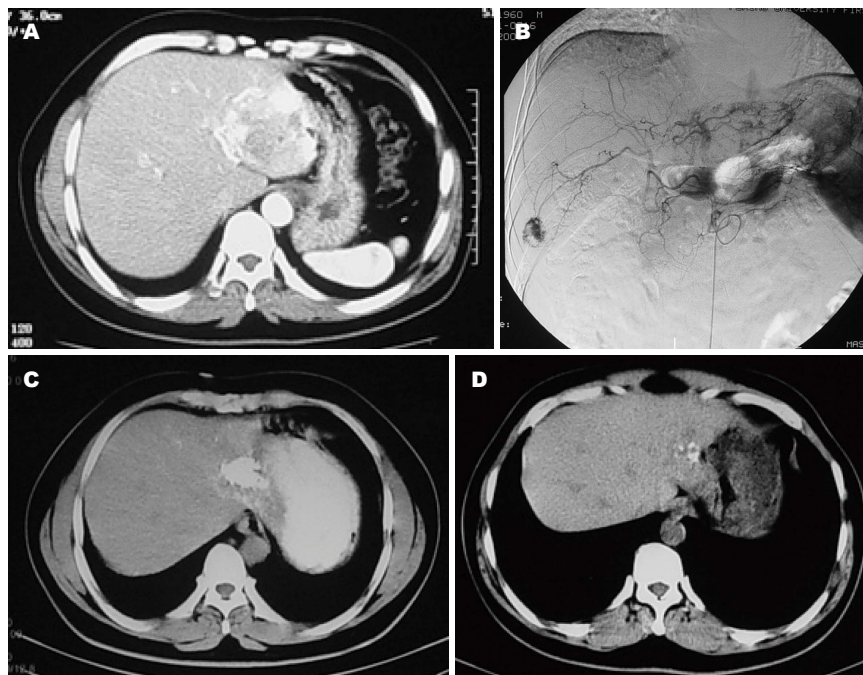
病例2,男,45岁,无不适。A:术前CT示肝左叶单发血管瘤,大小约为5 cm; B:术前血管造影; C:术后3 mo CT; D:术后1年CT平扫病灶逐渐缩小,2年后B超复查,病灶消失。
